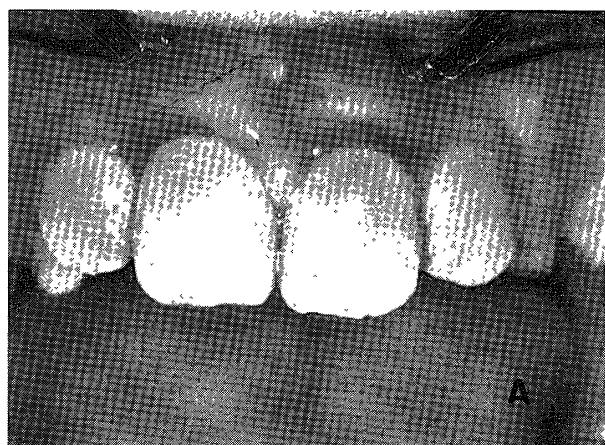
The bilateral central incisors were injured again by an accident. A. The teeth were not fixed this time. B: Radiograph showing a root fracture of the left central incisor.
